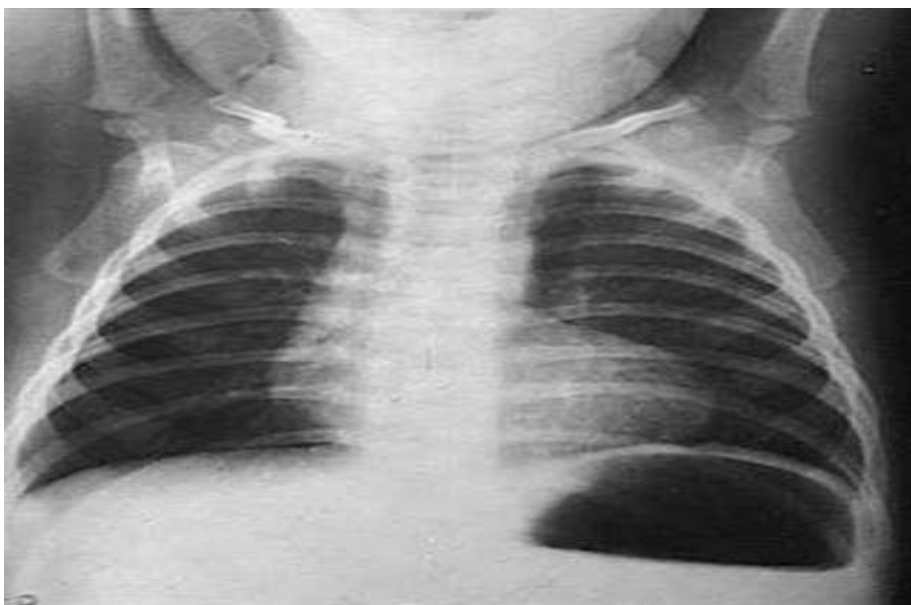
Radiographie pulmonaire de face montrant l'aspect de « cœur en sabot » (service cardiologie CHU Mère Enfant Le Luxembourg)
